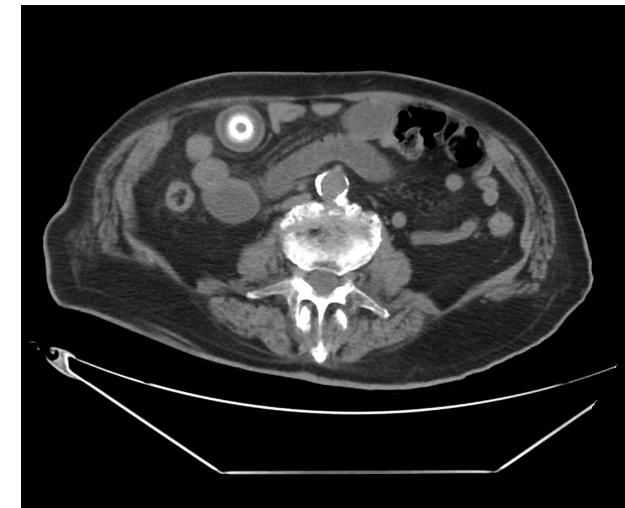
Corte axial de TC con localización del cálculo biliar ectópico. HUTVC.
